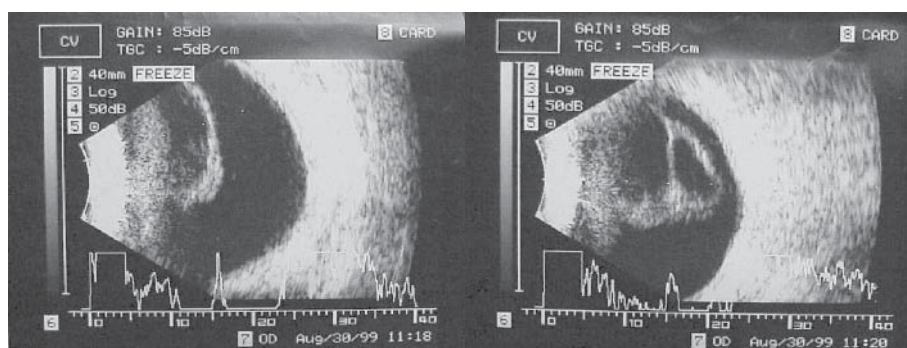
The B-scan ultrasonography showed the total retinal detachment.
